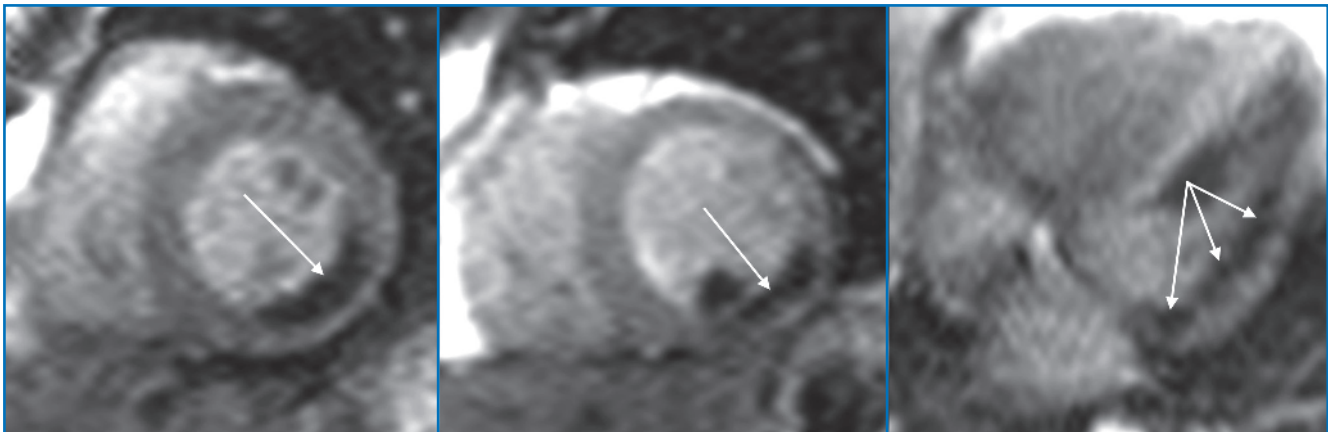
IRM de stress de perfusion, en vue petit axe et 4 cavités, chez un patient symptomatique. Notez l'anomalie de la réserve de perfusion myocardique au niveau de la paroi inféro-latérale et latérale basale et médiane. L'anomalie concerne 4 segments myocardiques/17 ; le patient a bénéficié d'une angioplastie de la CX proximale, siège d'une sténose serrée.
